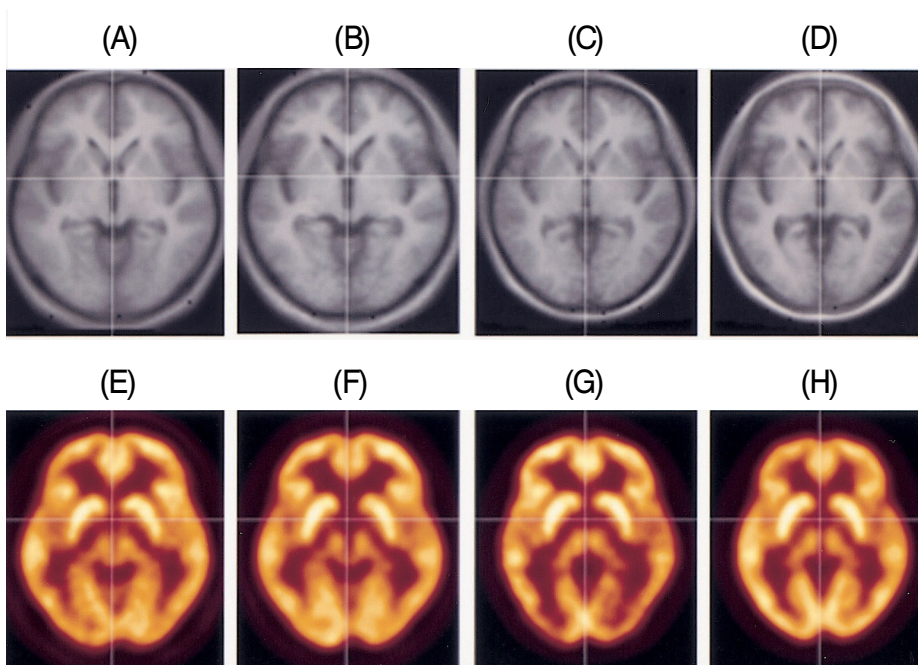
Korean standard templates. (A) Young/midlife man MRI. (B) Elderly man MRI. (C) Young/midlife woman MRI. (D) Elderly woman MRI. (E) Young/midlife man PET. (F) Elderly man PET. (G) Young/midlife woman PET. (H) Elderly woman PET.
